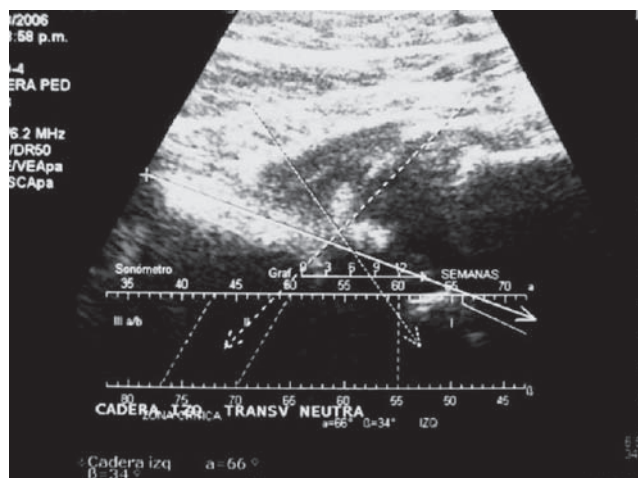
Hallazgos ultrasonográficos en la luxación de cadera grado 1: moldeamiento óseo adecuado, promontorio óseo discretamente redondo, ángulo alfa > 60°, ángulo beta < 55°.
